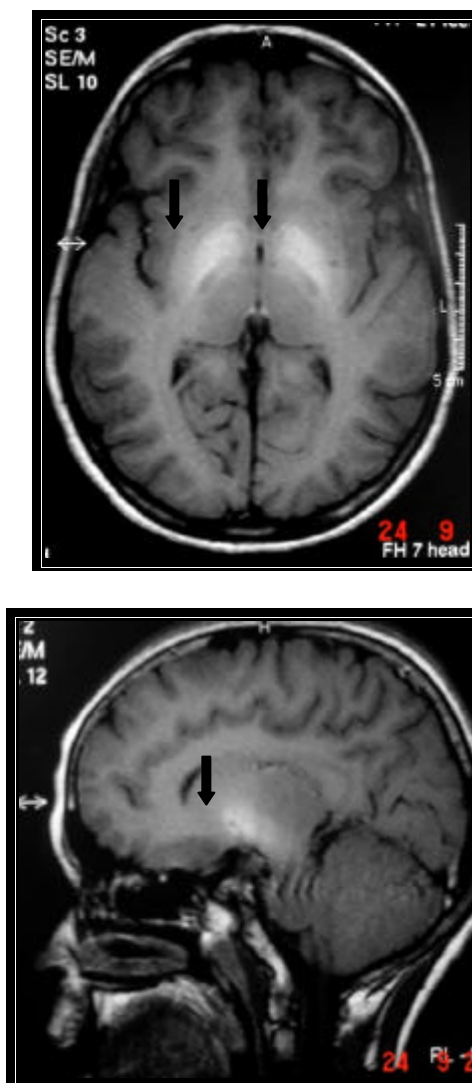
RM do encéfalo do paciente 12. Jovem de 14 anos com hiperintensidade de sinal em T1 nos globos pálidos (setas). Axial e sagital SE T1.
